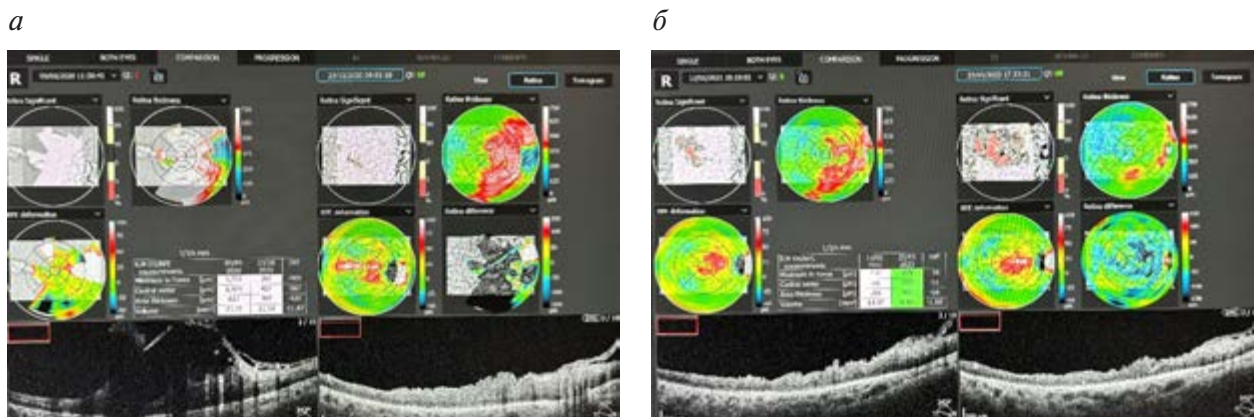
Оптическая когерентная томограмма глазного дна пациента М. с тракционной отслойкой сетчатки при пролиферативной диабетической ретинопатии при сахарном диабете 1-го типа: а — до и через неделю после операции; б — через 3 месяца и 2,5 года после операции
